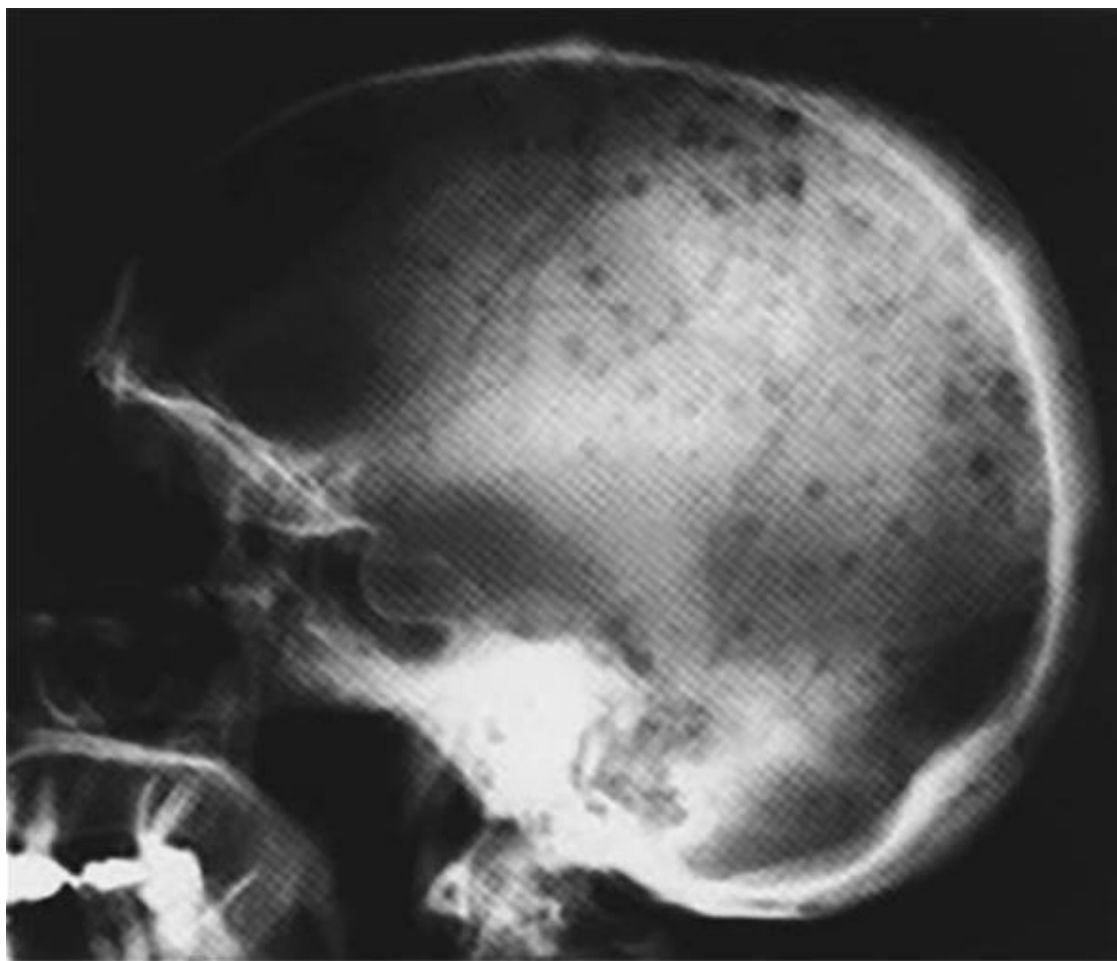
Рентгенограмма черепа больного с ММ, иллюстрирующая многочисленные очаги деструкции
